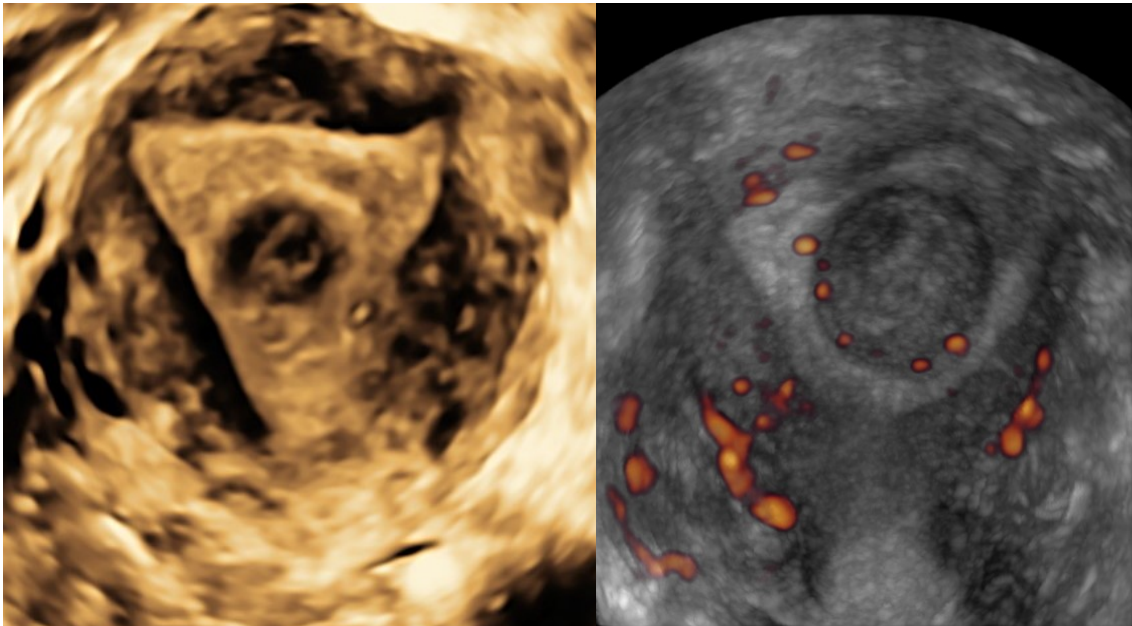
Imagen ecográfica en 3D de un mioma submucoso. En la imagen de la derecha se puede apreciar la vascularización circular en power Doppler.
